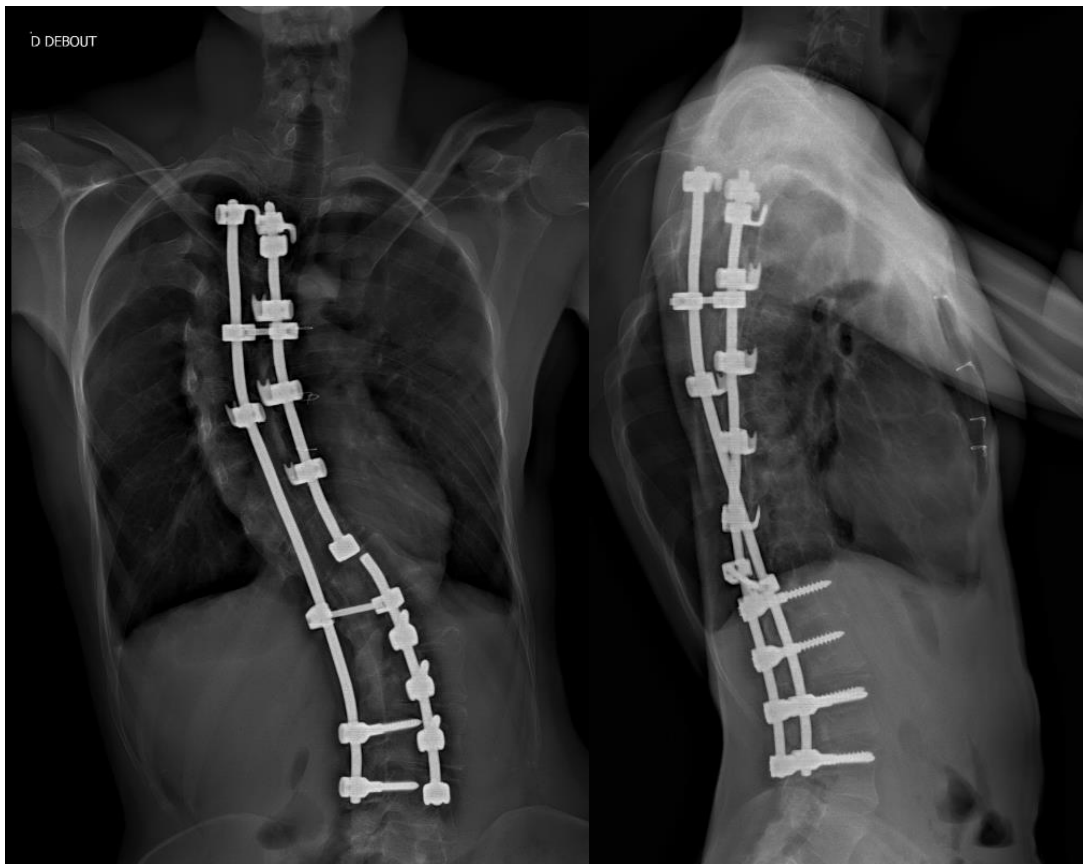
a et b radiographie de face et de profil témoignant d'une fracture en T12 tige gauche découverte à 12ans post-opératoire
